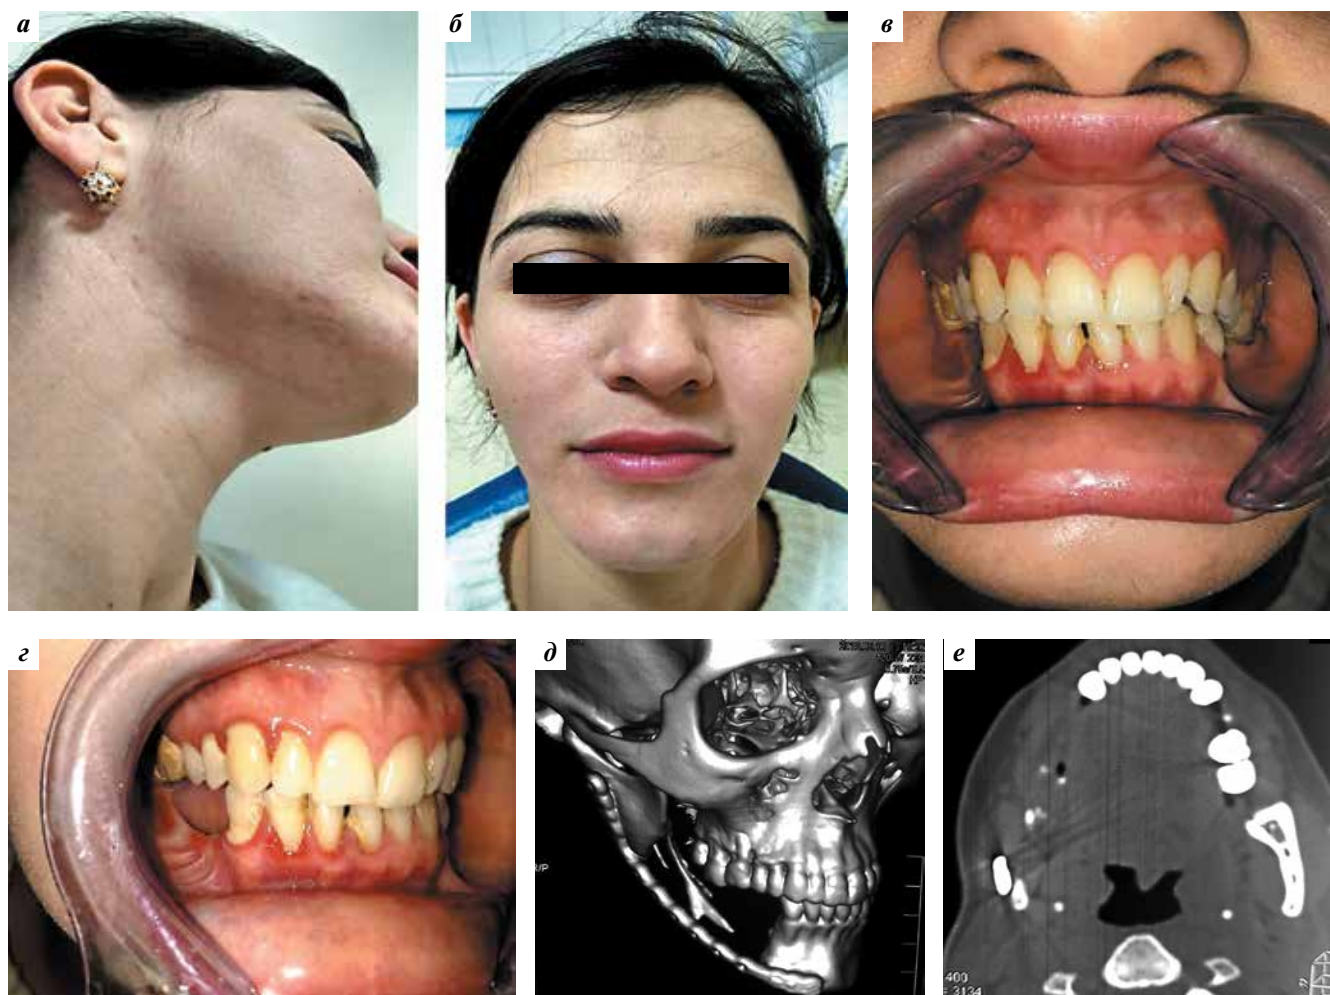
Результаты операции через 1 год: а — кожный шов; б — оценка симметрии лица; в, г — состояние ротовой полости; д, е — компьютерная томография: трехмерная реконструкция (д), горизонтальная проекция (е)
